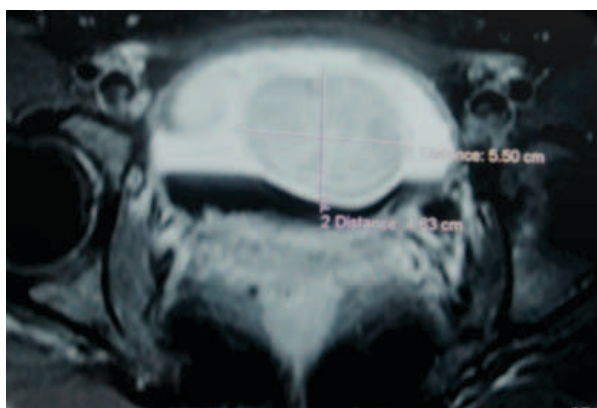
Resonancia magnética. Imagen redondeada de 5,5 x 4,6 cm en región posterolateral izquierda que se encuentra en relación con meato ureteral izquierdo y cuello vesical.
